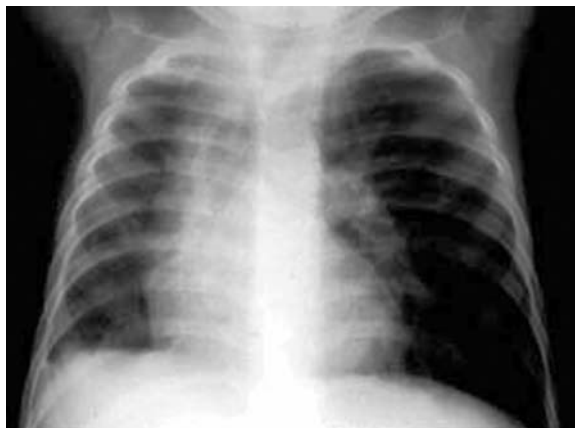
Тот же ребенок в возрасте 1 год 8 мес. На рентгенограмме ОГП в передне-задней проекции: левое легкое повышенной воздушности, перерастянуто, правое легкое уменьшено в размере, сниженной прозрачности.
